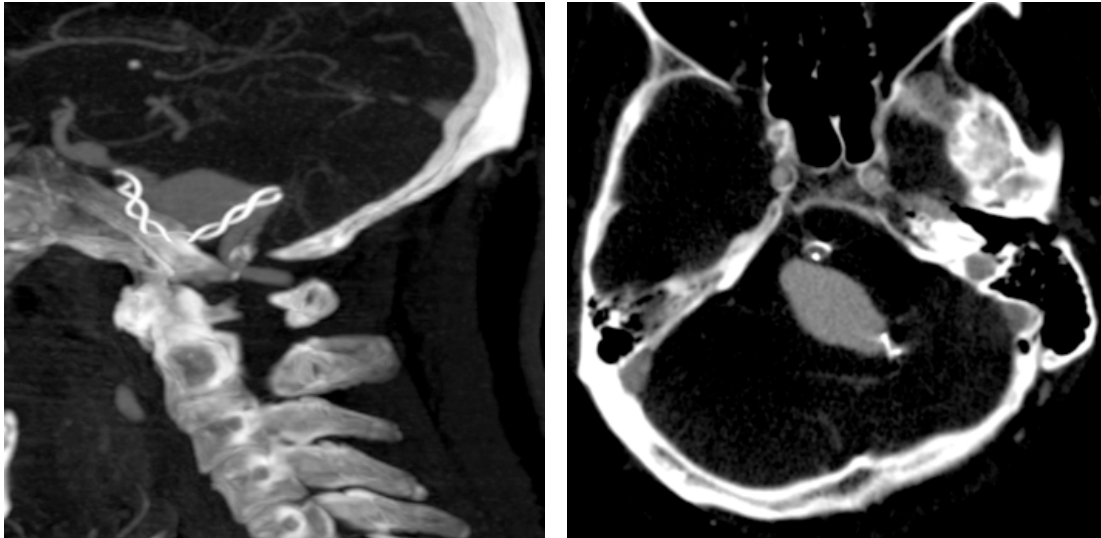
Estudio de TC en el que se objetiva migración del stent
